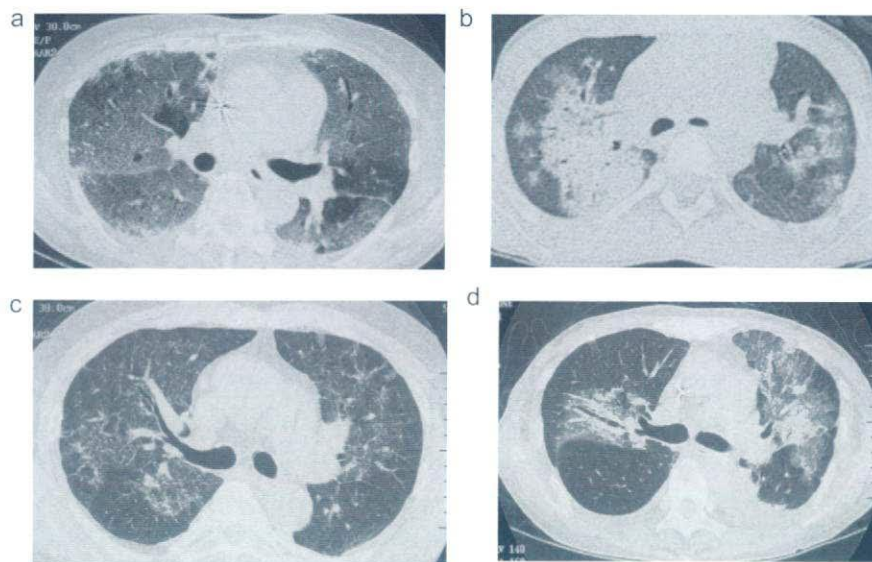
Various findings of diffuse alveolar hemorrhage in chest CT.
